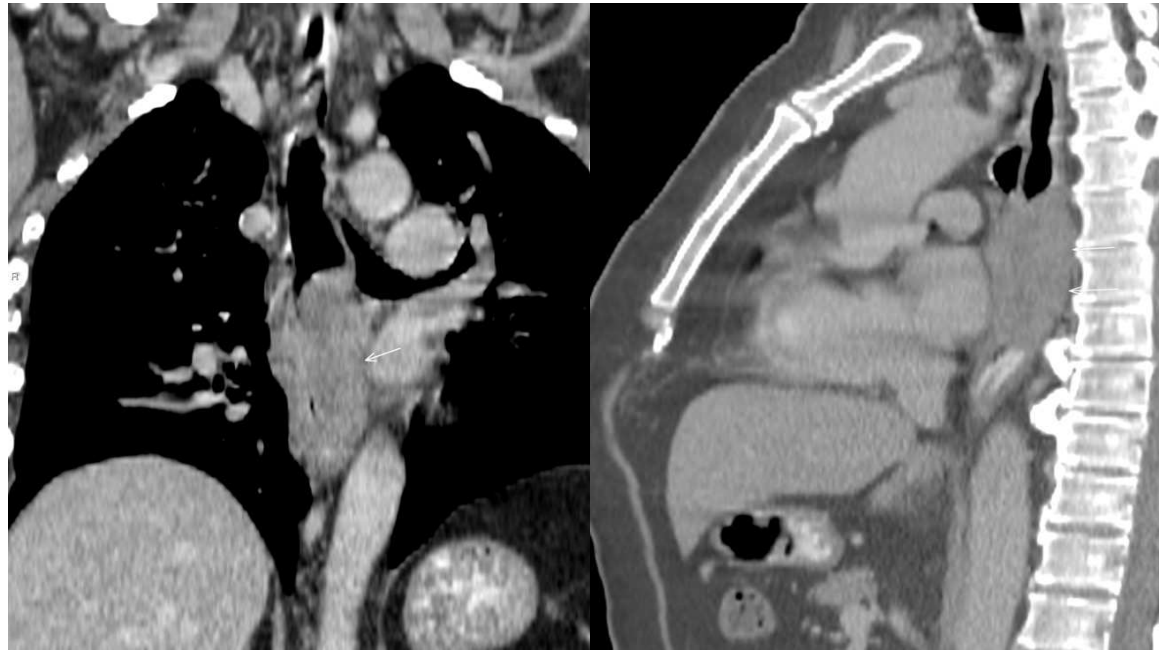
Estudio de TC torácica en la que se observa una lesión esofágica estenosante, localizada en tercio medio-distal, sin afectación del cardias ni adenopatías mediastínicas. Hallazgos compatibles con tumor esofágico localmente avanzado, T3N0 según la 8.ª edición AJCC. El diagnóstico anatomopatológico reveló que se trataba de un carcinoma epidermoide.
